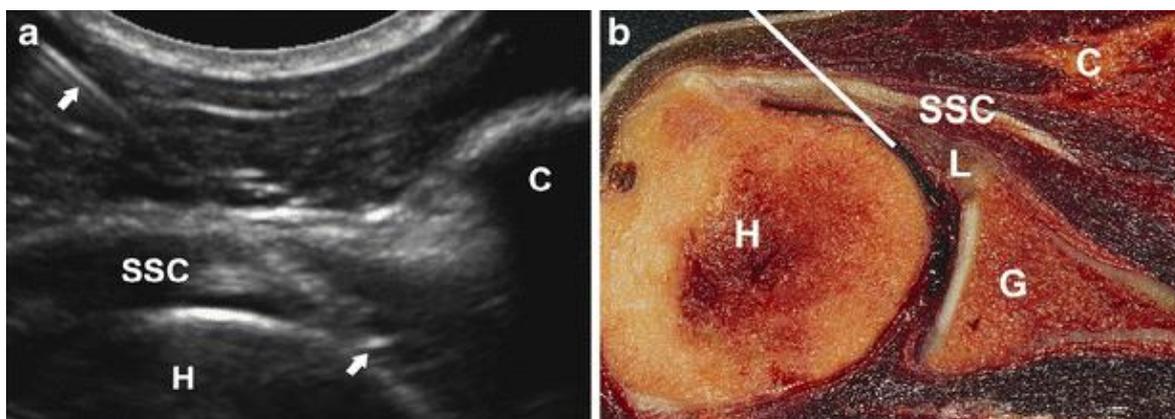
a. Ecografía de un hombro (derecha) que muestra el recorrido de la aguja (flechas) desde el lateral al medial con el enfoque de ultrasonografía. La aguja se inserta a nivel del coracoides (C). La punta de la aguja está en posición intraarticular con la punta debajo del tendón subescapular (SSC) y bordeando la cabeza humeral (H). b. Sección correspondiente del cadáver que muestra la trayectoria óptima (línea blanca) de la aguja. Fuente: Ultrasound guidance to perform intra-articular injection of gadolinium-based contrast material for magnetic resonance arthrography as an alternative to fluoroscopy: the time is now. Euro Radiol
